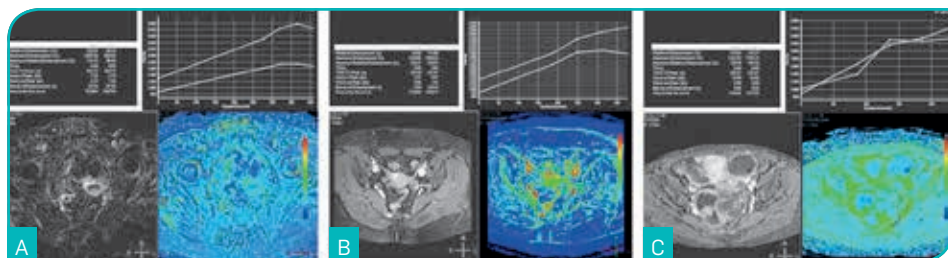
Análise semi-quantitativa por RM de lesões anexiais através do estudo dinâmico após administração de gadolínio (curvas tempo-intensidade) (A-C). Curva de tipo I (curva branca) de uma lesão anexial cujo diagnóstico histológico foi de cistadenoma seroso (A). Curva de tipo II (curva branca) de uma lesão anexial esquerda cujo diagnóstico histológico foi de fibroma (B). Curva de tipo III (curva branca) de lesão anexial cujo diagnóstico histológico foi de carcinoma seroso do ovário (C).
